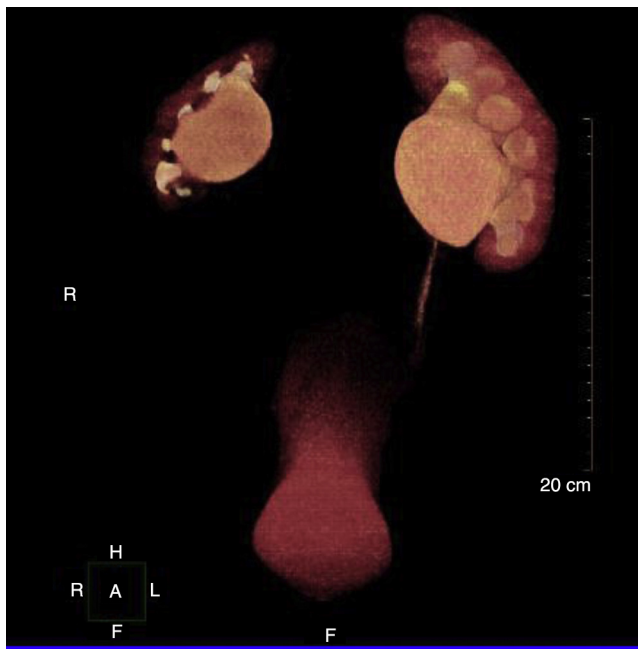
Imagen en tercera dimensión de urografía por TAC multicorte.
